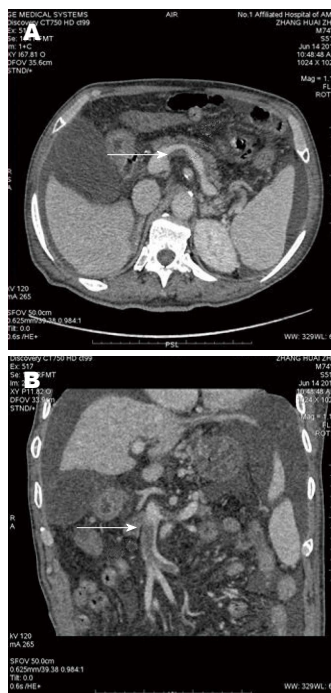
1例门静脉系统内血栓在CT平扫以及CTA下表现. A: CT平扫. 白色箭头示脾静脉内低密度充盈缺损; B: CTA表现. 白色箭头表示脾静脉以及肠系膜上静脉回流受阻, 脾静脉以及肠系膜上静脉可见低密度充盈缺损, 汇合处明显狭窄近闭塞. CTA: CT血管造影成像.
